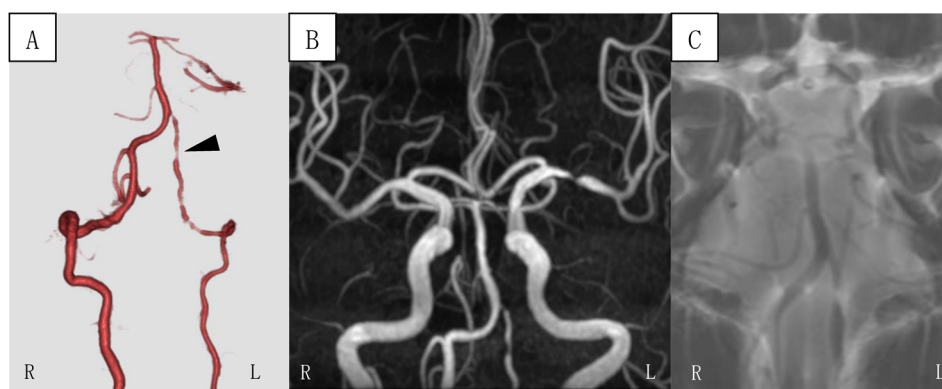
脳血管 3D-CT-angiography (入院 18 日目) (A), 頭部 MRA (入院 9 日目) (B), 頭部 MRI BPAS 画像 (入院 9 日目) (C)
